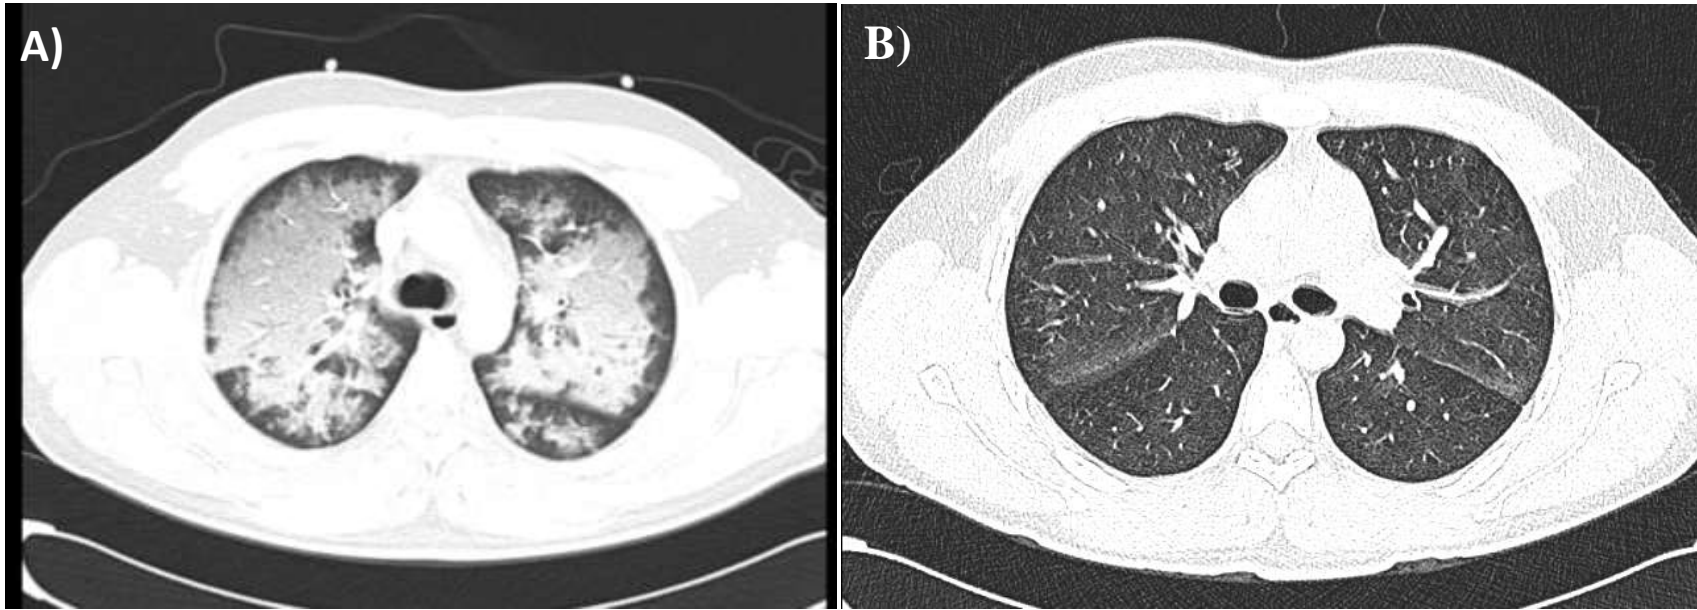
Tomografía Axial Computada de Tórax en donde se observa. A) Infiltrado alveolo-intersticial bilateral. B) Involución completa del infiltrado una vez instituido el manejo.
